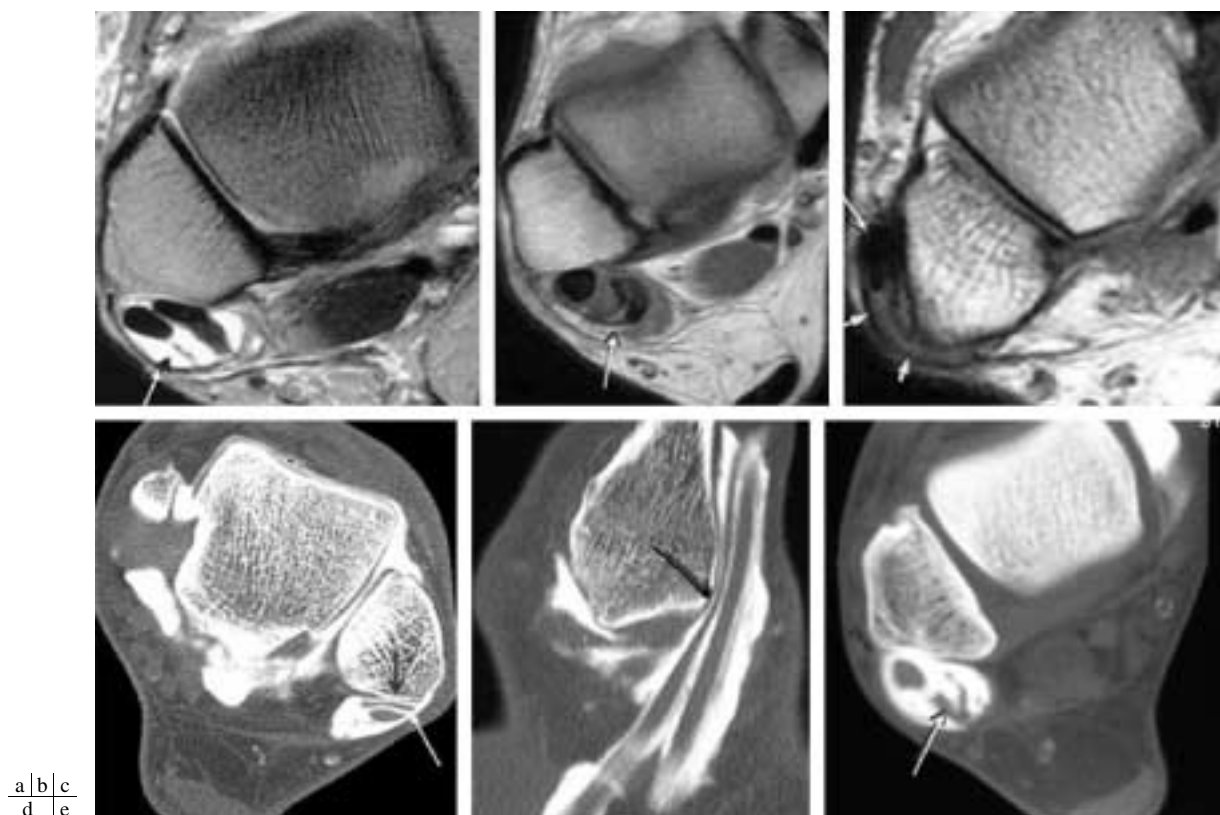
Lésions des tendons fibulaires. En IRM : ténosynovite (a), fissuration du tendon long fibulaire (b), luxation des tendons (c). En arthroscanner : amincissement rétro-malléolaire du tendon court fibulaire (d). En ténoscanner : fissuration du long fibulaire remplie par de l'iode (e).
